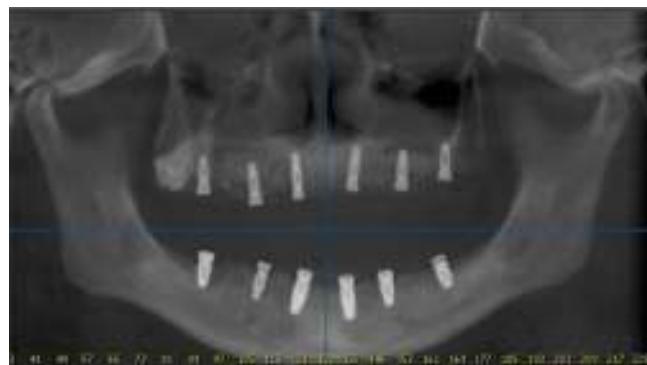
Radiografía panorámica de control a un mes.
